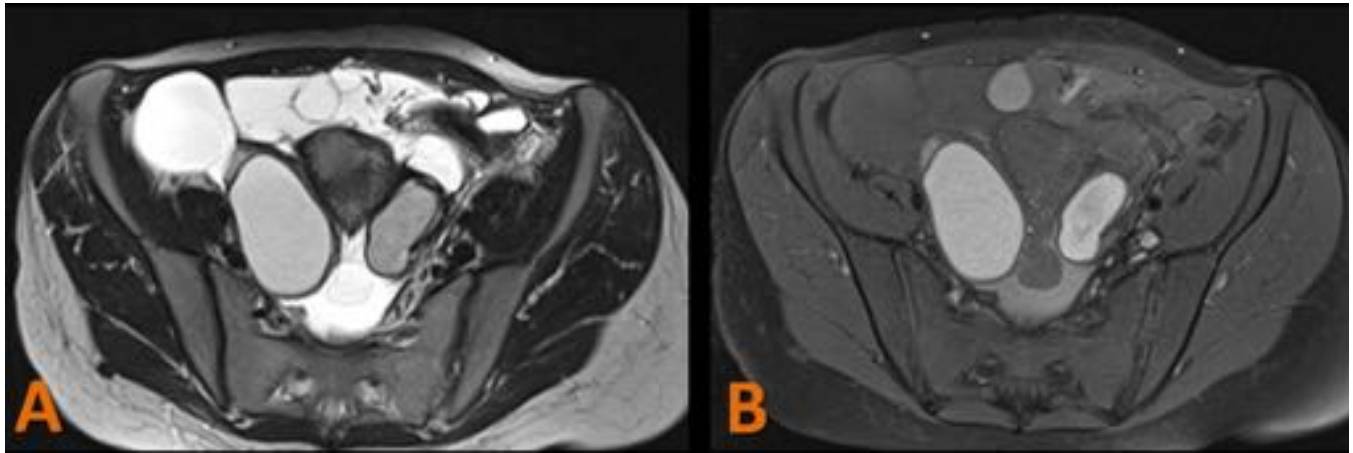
Endometriosis anorrectal. RM de pelvis potenciada en T2 TSE, plano axial (A) y T1 SE axial con saturación de la grasa (B). Severa afectación endometriósica ovárica, peritoneal, profunda e infiltrante. Múltiples masas de aspecto quístico, confluentes, con septos, de localización pélvica. La mayoría hipointensas en T1 e hiperintensas en T2, si bien alguna de ellas presenta moderada hiperintensidad en T1 que sugiere sangrado.
